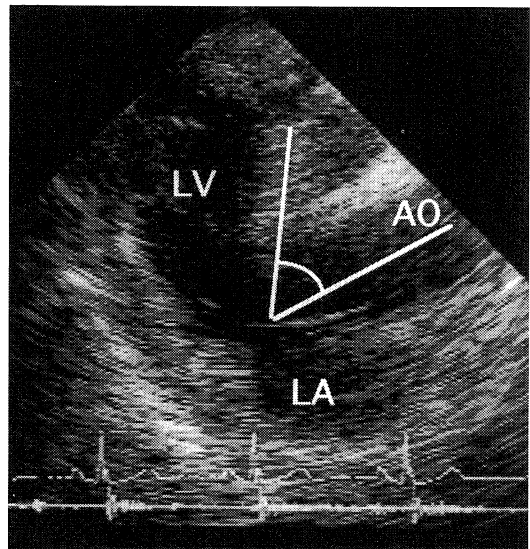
Two dimensional echocardiogram on parasternal long axis view
